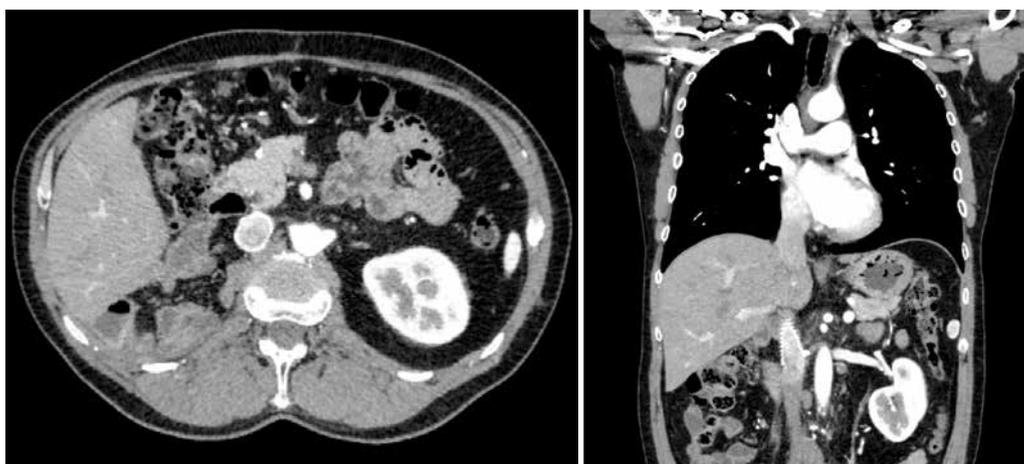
Компьютерная томография (от декабря 2024 г.): признаков местного рецидива и отдаленных метастазов нет
